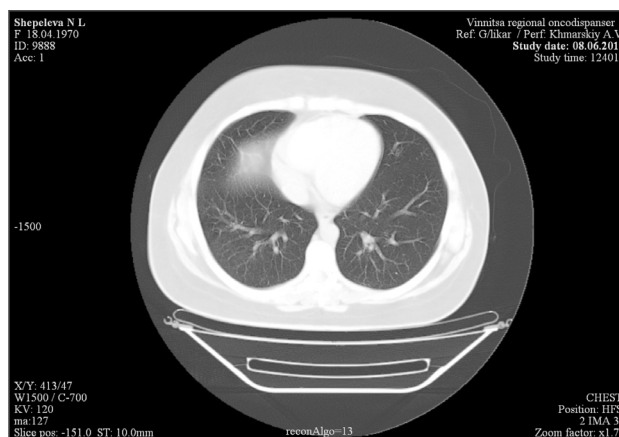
СКТ хворої контрольної групи. Пневмоніт. Зливний інфільтрат з наявністю сітчастого малюнка по периферії
